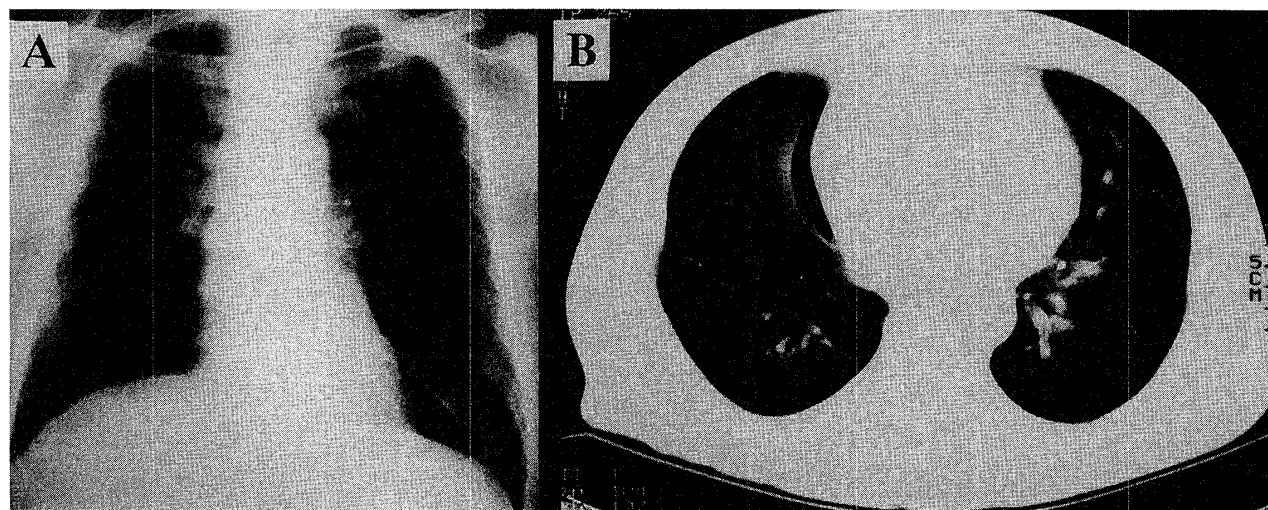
Chest X-ray (A) and CT (B) films 43 days after the first CPT-11 treatment.Fig. 4. Chest X-ray (A) and CT (B) films after treatment with methylprednisolone.
